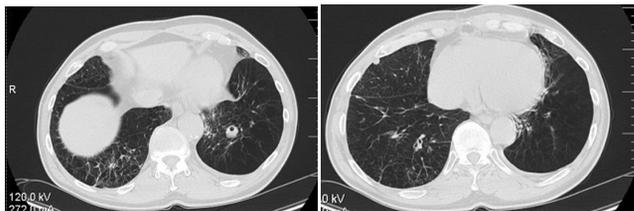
МСКТ больного Ш. 65 лет (2010 г.)
